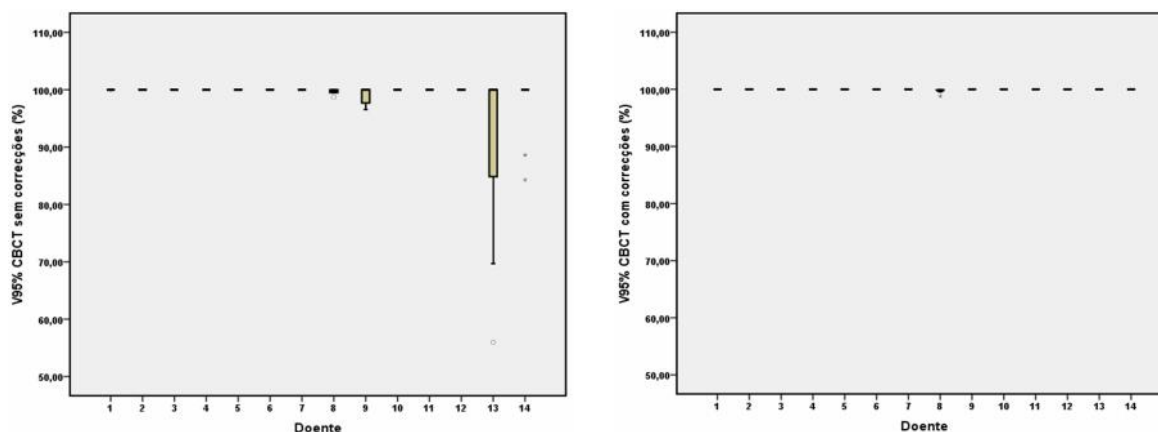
Representação gráfica dos valores do $V_{95\%}$, obtidos por cálculo em *Cone-Beam Computed Tomography* (CBCT) sem e com correcções, em função do doente.
